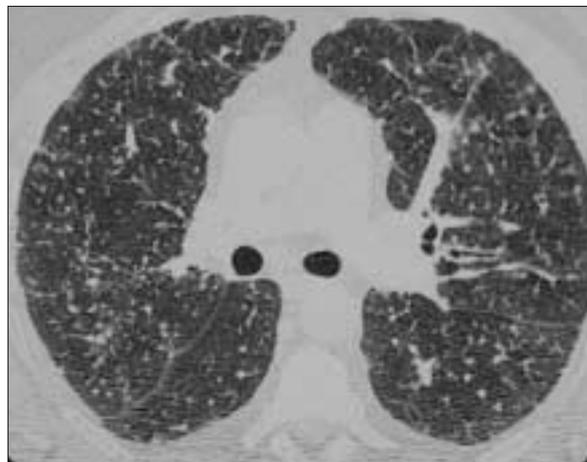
TDM du même patient.
